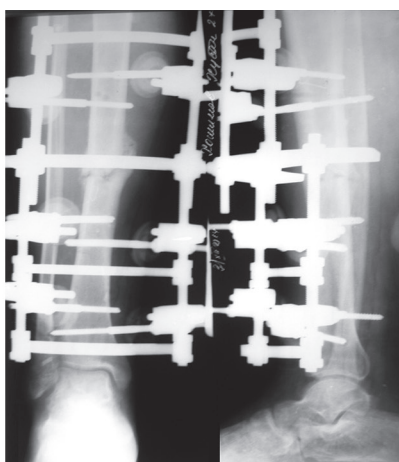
Рентгенограммы правой голени пациента М. в двух проекциях после операции
